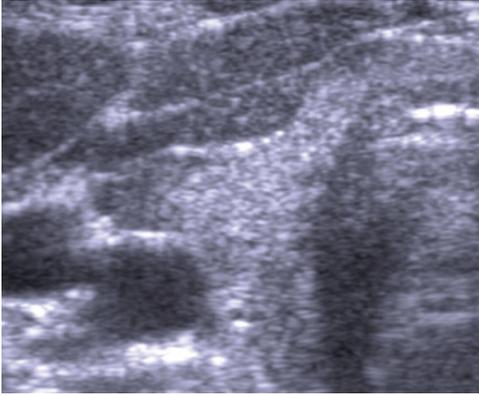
Пациентка А., 43 г., УЗИ (правая доля и перешеек, поперечная проекция). Диффузная гипозоногенность умеренной выраженности в латеральной части доли и у дорсального края, изоэхогенная ткань – в центре и медиальной части доли.
